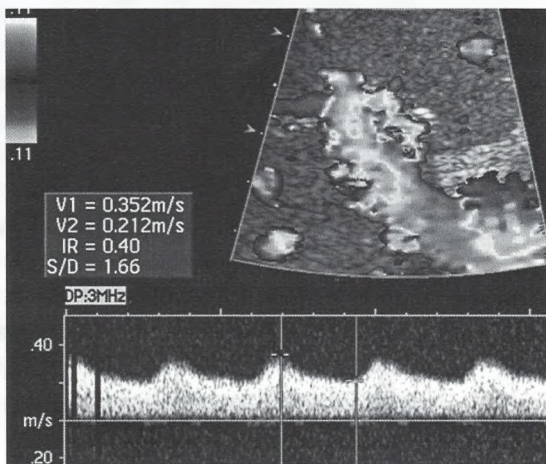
Examenul Doppler la pacient cu strictură CBP (caz propriu)
